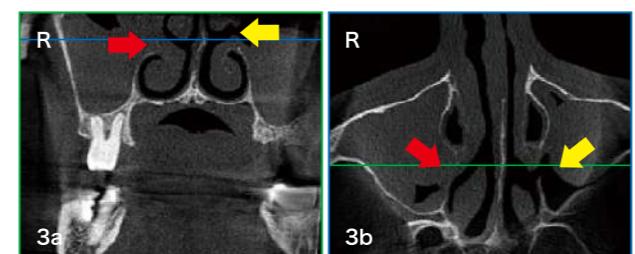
CT撮影時RevolutionXの顎台を低く調整して自然孔を撮影する。右側の上顎洞の自然孔は軟組織で塞がっていることがわかる(赤矢印)。左側上顎洞(黄矢印)は交通している。
